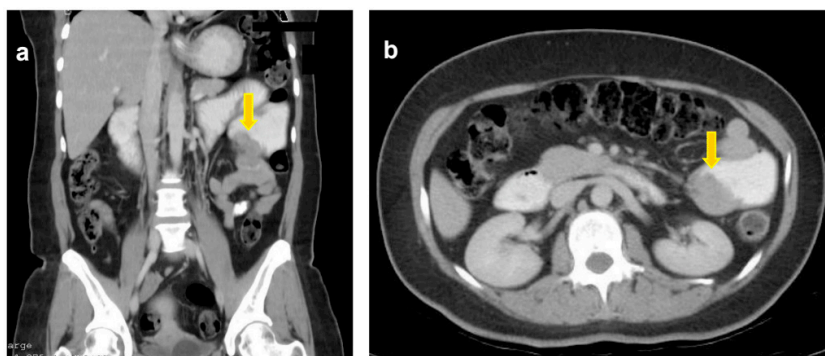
Tomografia computadorizada: cortes coronal (a) e axial (b) com lesão tumoral (seta amarela).
